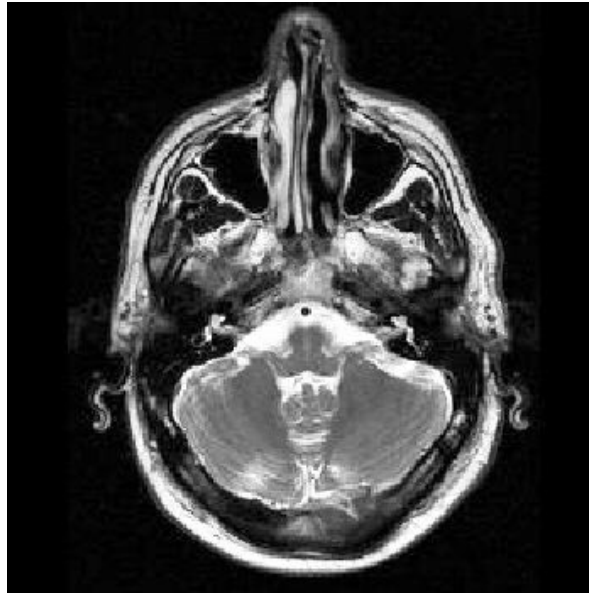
Imagem de RM T2-Weighted ⁽¹⁰⁹⁾.
